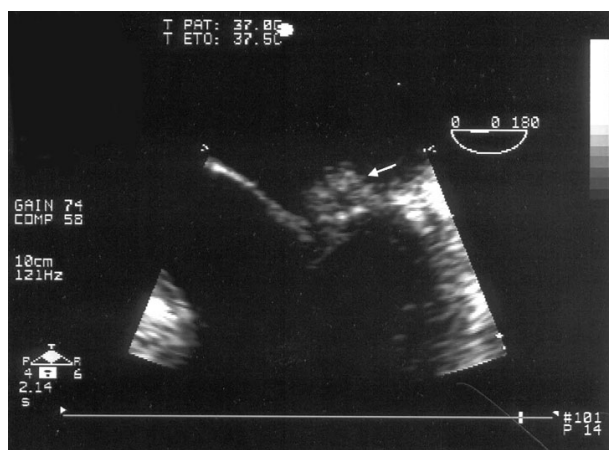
Abscès des portions P1-P2 du feuillet mitral postérieur (flèche) ; échocardiographie transoesophagienne en vue "4 cavités" (détail) – Endocardite fulminante à *Staphylocoque doré* (cas n
